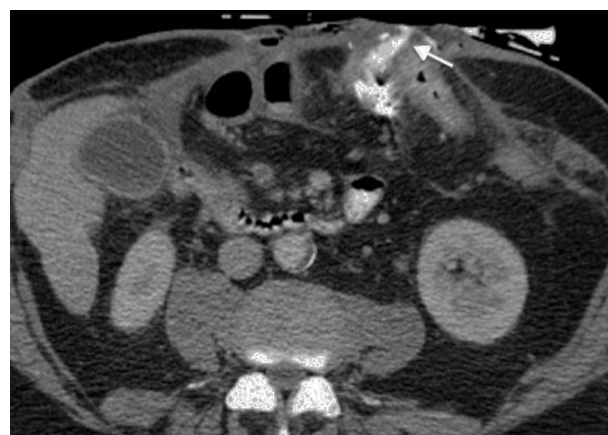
Paciente con enfermedad de Crohn en fase penetrante con cambios posquirúrgicos por resección de las asas intestinales delgadas. Imagen axial de tomografía de abdomen que revela extraluminización del medio de contraste hacia la pared intestinal por formación de fistula (flecha).
